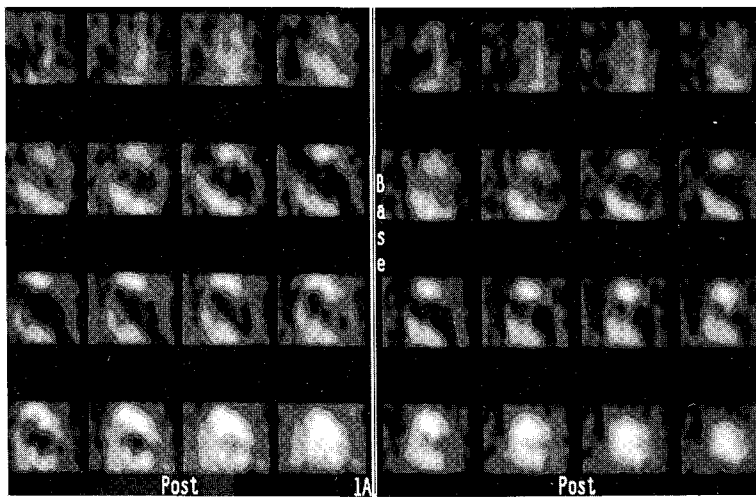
전벽에 심근 경색의 병력이 있고 관상동맥 조영술로 세혈관 질환이 증명된 환자의 게이트 ^{99m}Tc-MIBI 심근 SPECT의 소견.
